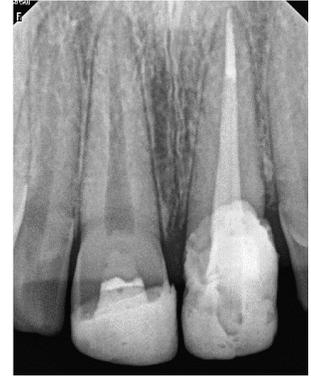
Röntgenkontrolle 6 Monate nach Behandlungsabschluss: Vitalamputation Zahn 11 und Wurzelfüllung Zahn 21 (Fall M. Arnold, Dresden)
